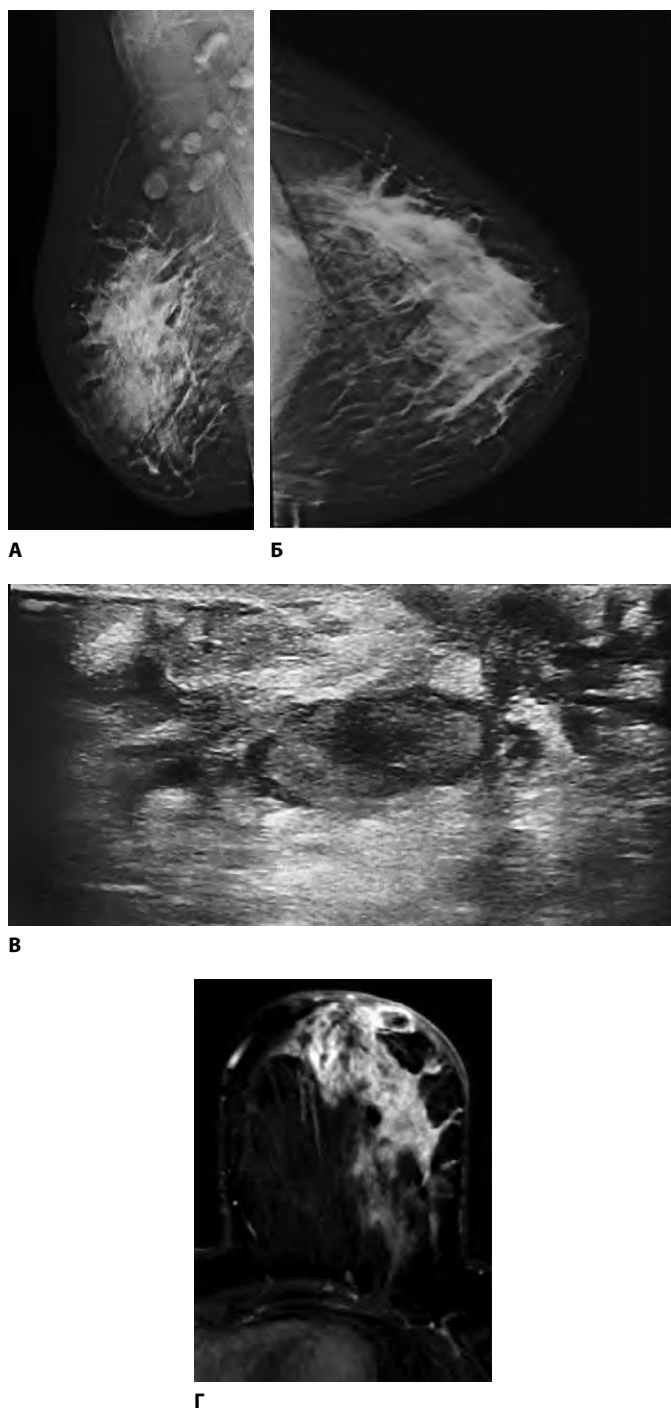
Визуализация молочной железы пациентки 35 лет методами маммографии (А, Б), УЗИ (В), МРТ (Г)
